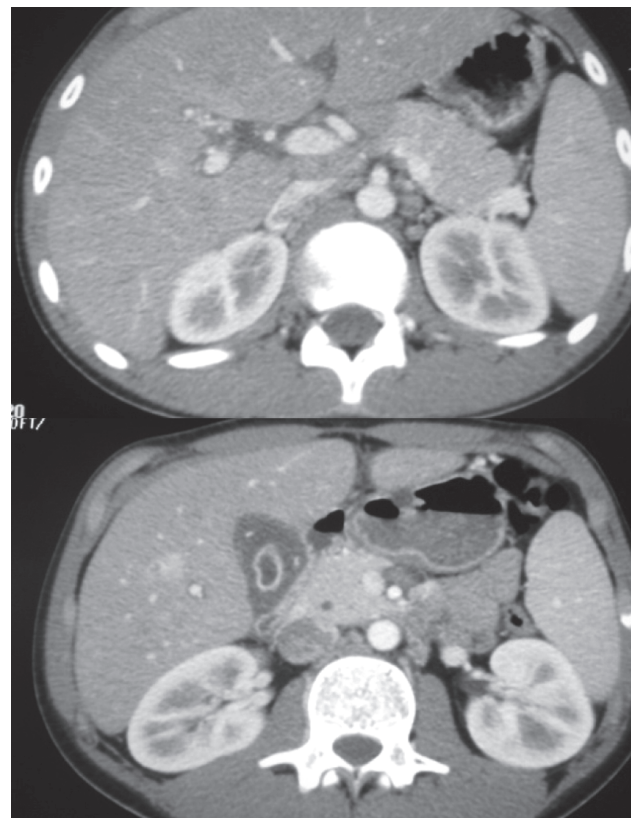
Los cortes axiales de la tomografía axial computarizada muestran el páncreas aumentado de tamaño (edema peripancreático) y la vesícula biliar considerablemente engrosada.
